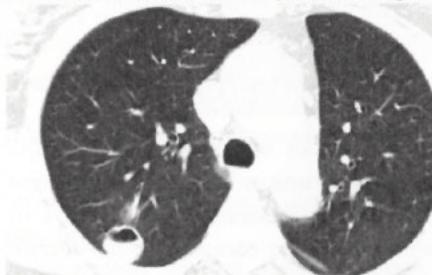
Эхинококковая киста легкого. (компьютерная томография).
